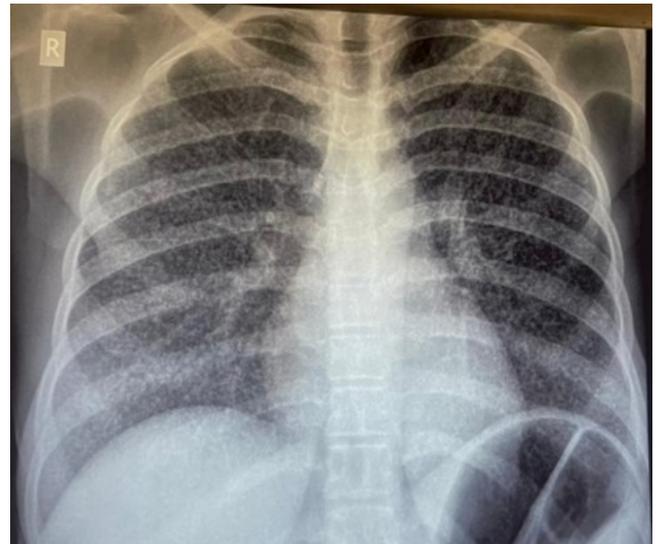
Radiographie pulmonaire de face objectivant des micro-opacités disséminés dans les deux champs pulmonaires.
